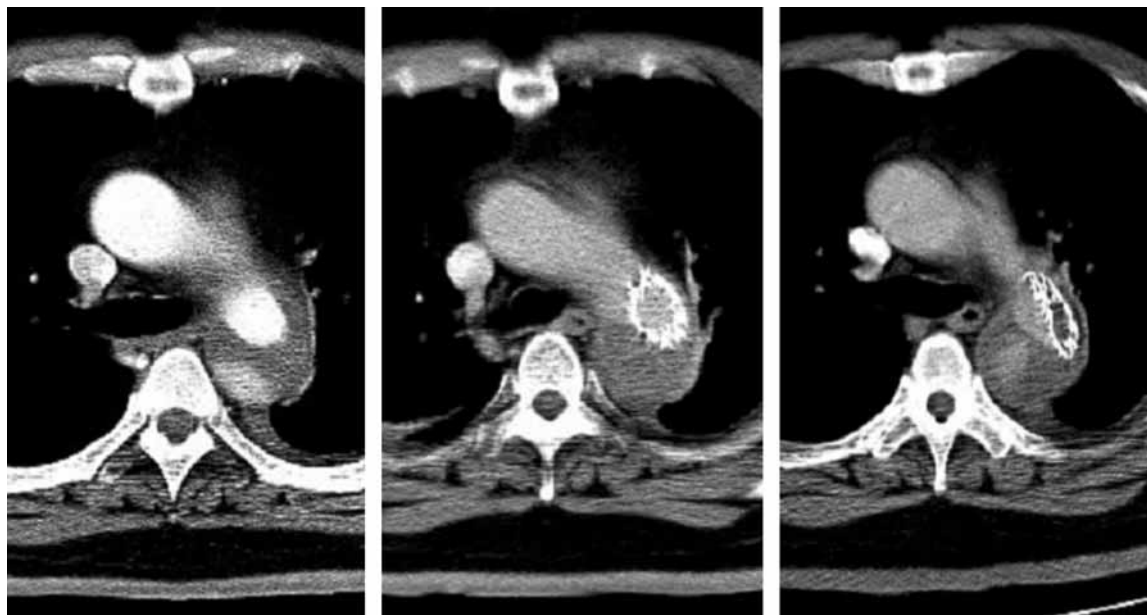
CT scan: transluminal endovascular grafting (TEG) for Stanford type B aortic dissection.
